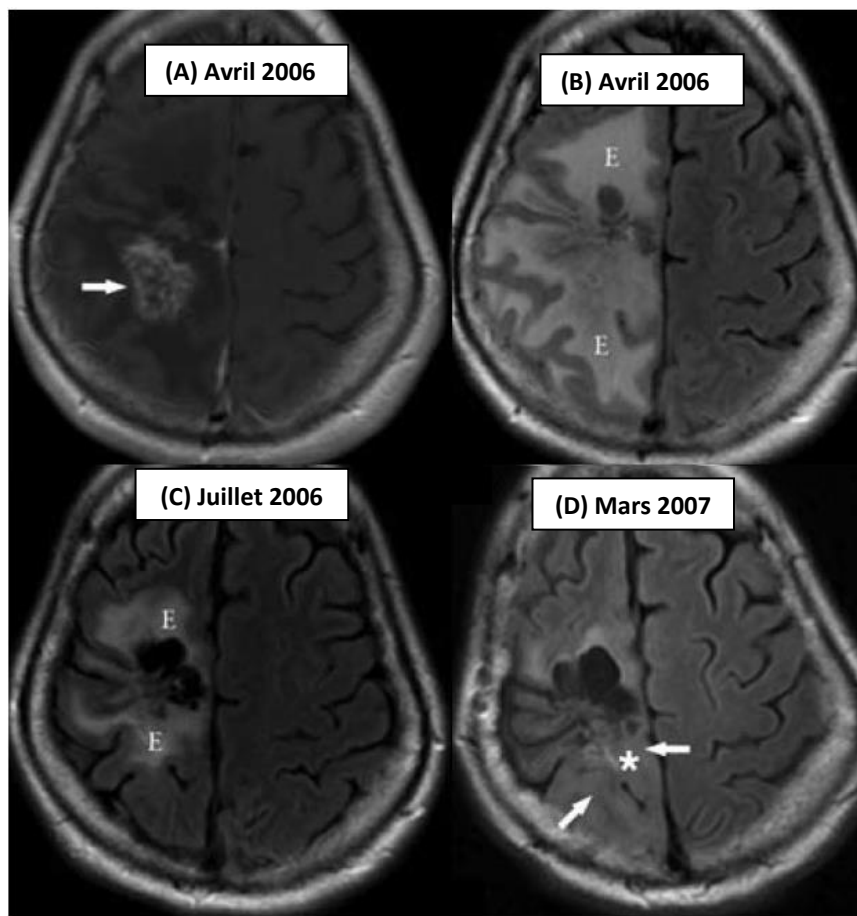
IRM de Glioblastome avant et après traitement par Avastin (de Groot and others 2010). T_{1W}-Gd-DOTA (A) et IRM FLAIR (B, C et D). Diminution de l'œdème (E) après le traitement à court terme. Augmentation du signal FLAIR un mois après l'arrêt de l'Avastin (D, flèches blanches. Astérisque représente le lieu de la biopsie) indiquant la présence de cellules tumorales.
